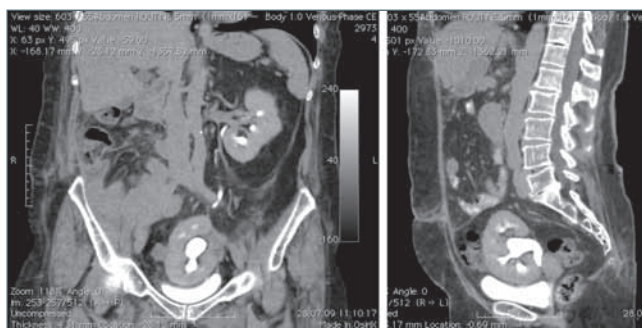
КТ реконструкция через 3 недели после операции.
